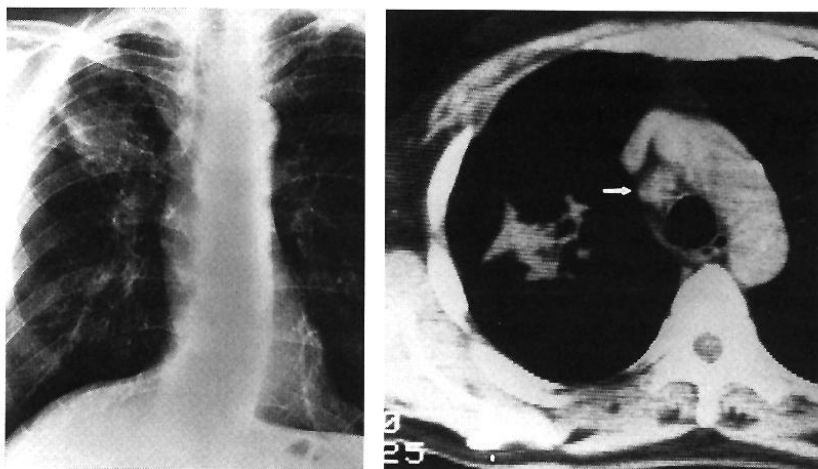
RADIOGRAFIE PULMONARĂ INCIDENTĂ POSTERO-ANTERIOARĂ: OPACITATE MACRONODULARĂ, DE INTENSITATE SUBCOSTALĂ, IMPRECIS DELIMITATĂ, LOCALIZATĂ ÎN ½ SUPERIOARĂ A CÂMPULUI PULMONAR DREPT (STÂNGA); CT TORACIC: IMAGINE HIPERDENSĂ LA NIVELUL LSD (DREAPTA).
